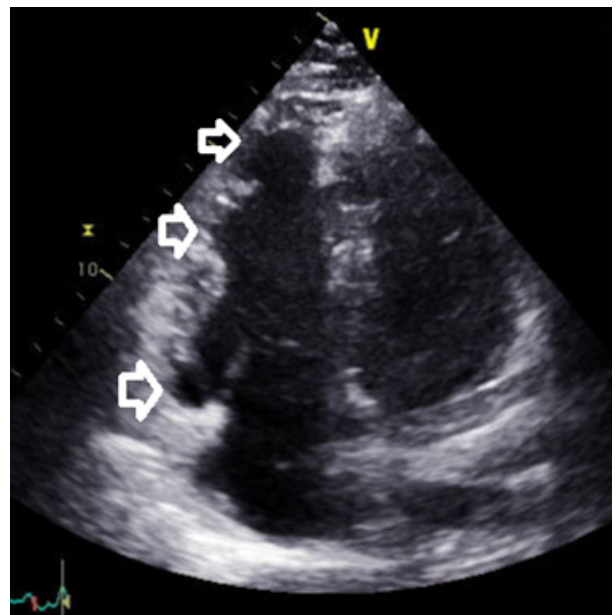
Ecocardiograma bidimensional en un vista de 4 cámaras. Se observa ventrículo derecho dilatado con aneurismas (flechas) en su pared libre.
